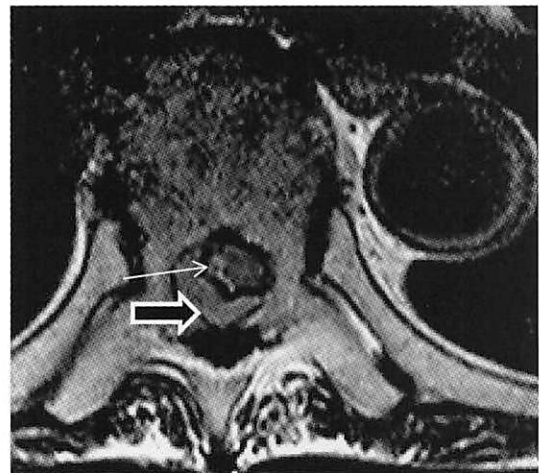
造影 MRI では腫瘍はびまん性に均等な high intensity を呈して認められた。
